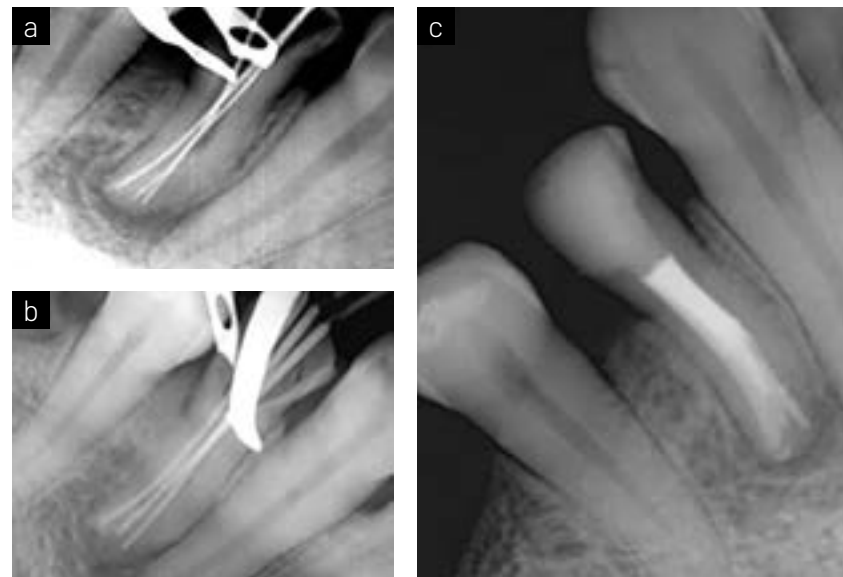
Radiografía de conductometría (a). Radiografía de conometría (b). Radiografía postoperatoria inmediata (c).
